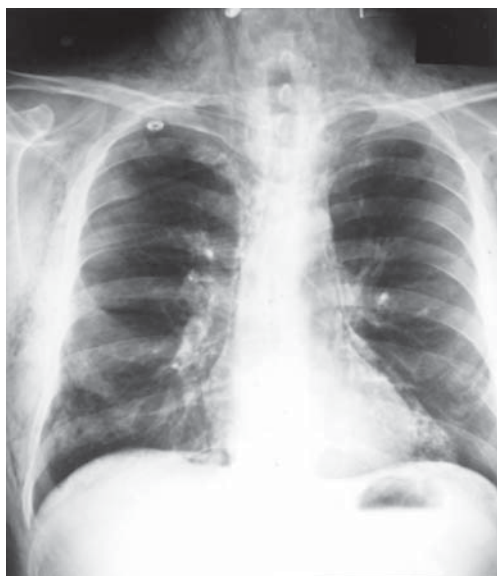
Рентгенограмма груди больного со спонтанной эмфиземой средостения в прямой проекции. Четко видны двойной контур сердца с обеих сторон и эмфизема мягких тканей шеи.
